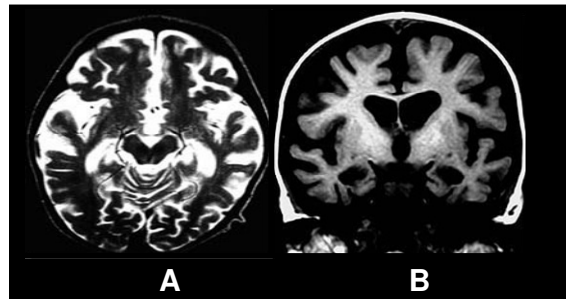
Imagem de RMN do encéfalo de indivíduo sadio (A) e com DA (B), mostrando acentuada redução volumétrica global do encéfalo e das estruturas mesiais dos lobos temporais. Fonte: www.institutofleury.org.br
